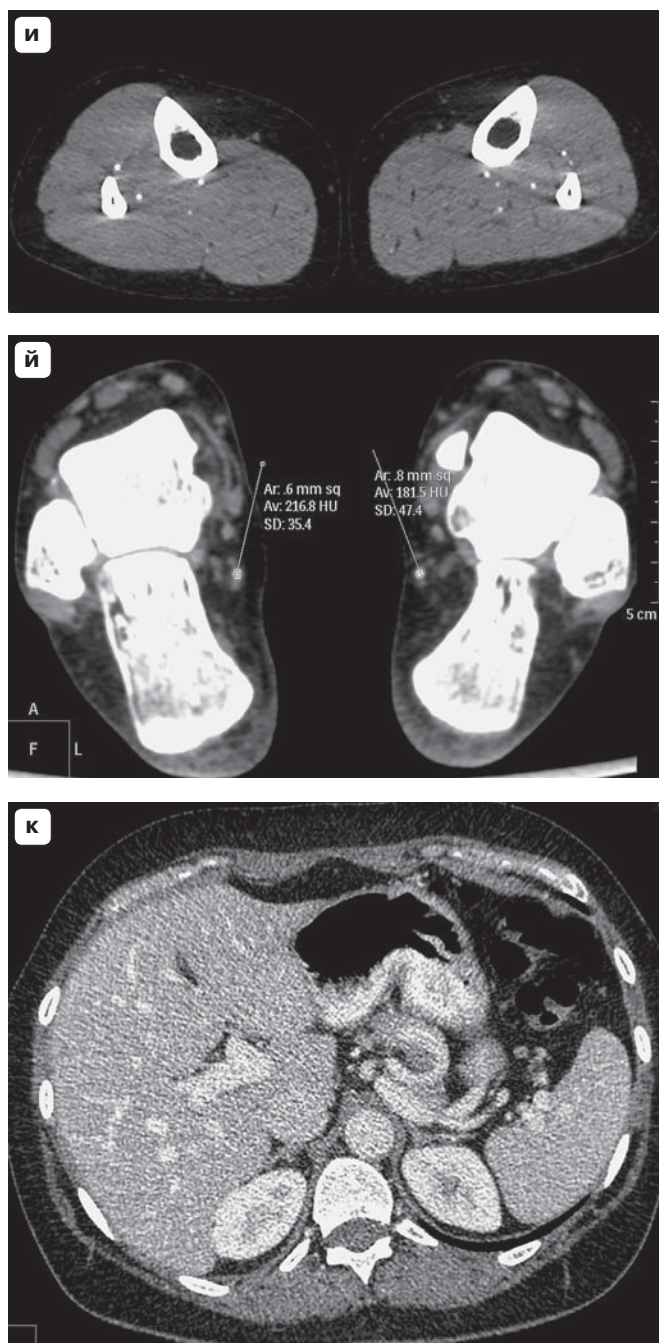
5.12 (оконание). Оптимальная задержка при МСКТ-сканировании всего тела.
